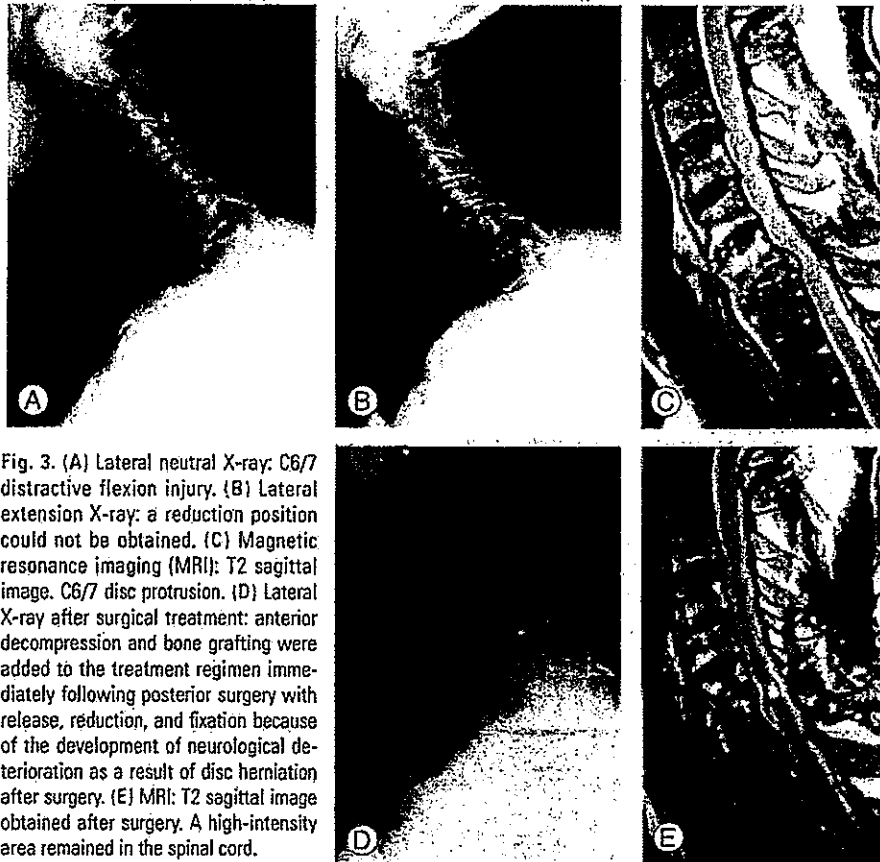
(A) Lateral neutral X-ray: C6/7 distractive flexion injury. (B) Lateral extension X-ray: a reduction position could not be obtained. (C) Magnetic resonance imaging (MRI): T2 sagittal image. C6/7 disc protrusion. (D) Lateral X-ray after surgical treatment: anterior decompression and bone grafting were added to the treatment regimen immediately following posterior surgery with release, reduction, and fixation because of the development of neurological deterioration as a result of disc herniation after surgery. (E) MRI: T2 sagittal image obtained after surgery. A high-intensity area remained in the spinal cord.
